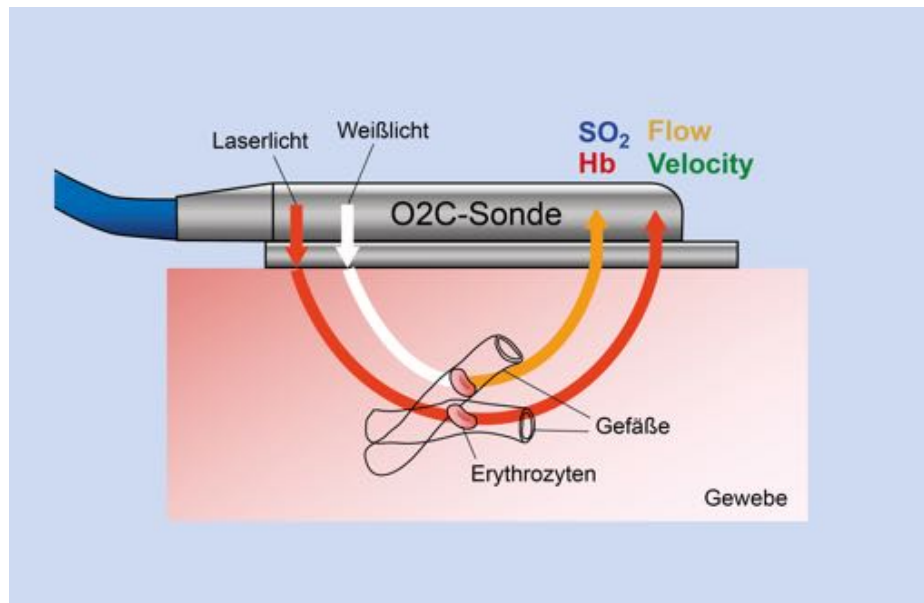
Funktionsweise der Gewebe-Photospektrometrie. Von einer Sonde wird sowohl Weißlicht als auch gebündeltes Licht (Laser) in das Gewebe eingestrahlt. Mitochondrien führen zu einer Streuung des Lichts, wodurch sich die Ausbreitungsrichtung und Intensität des Lichts ändert. Das in Erythrozyten gespeicherte Hämoglobin absorbiert in Abhängigkeit von dessen Sauerstoffsättigung Licht und führt zu einer Änderung der Wellenlänge und damit der Farbe des Lichts. Das reflektierte Licht wird durch Detektoren in der Sonde wiederaufgefangen und dient zur Berechnung der Sauerstoffsättigung und der relativen Hämoglobinkonzentration. Zur Bestimmung der Blutfließgeschwindigkeit (Velocity) und des Blutflussvolumens (Flow) macht sich die Technik den Umstand zu Nutze, dass sich die Wellenlänge des in das Gewebe eingestrahlt Laserlichts durch fließende Erythrozyten ändert (Doppler-Effekt). Modifiziert und vereinfacht nach KRUG (2007).
